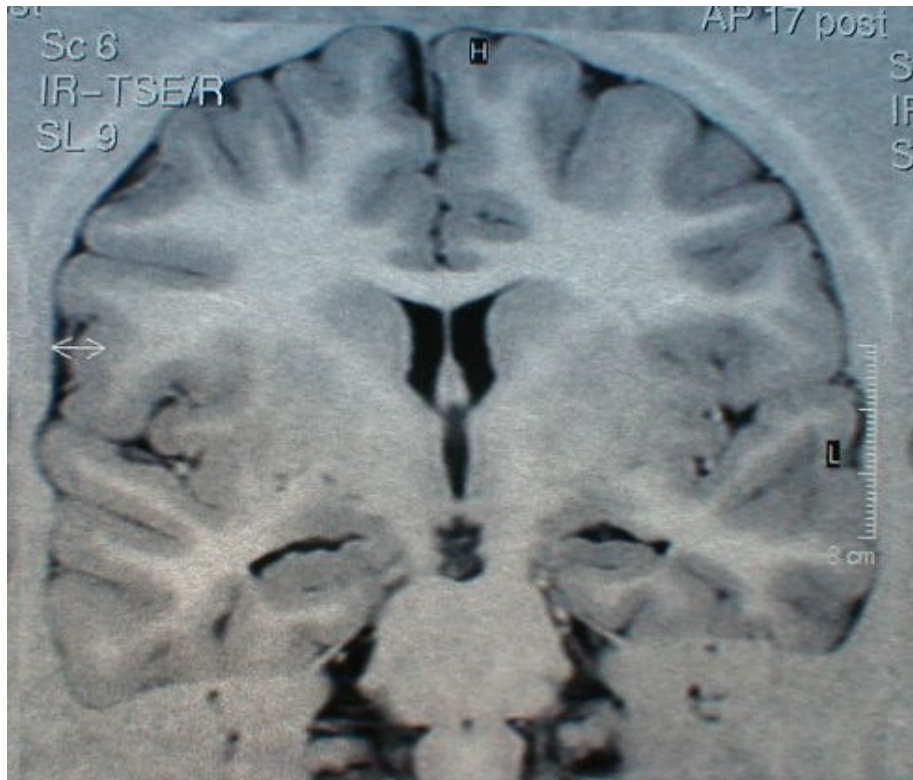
Esclerose do hipocampo a esquerda. Criança de sexo feminino, 10 anos. Aos 5 anos evento inicial: estado de mal epiléptico focal motor. Dos 5 aos 8 manteve-se sem crises. Com 8 anos iniciou crises caracterizadas por sintomas sensitivos, alucinação visual estruturada, perda da consciência, automatismos e postura distônica em membro superior direito. No pós-ictal apresenta sonolência e eventualmente cefaléia. EEG: Atividade epileptiforme em região temporal posterior direita. Nota-se na imagem por RM na seqüência IR, perda das digitações da estrutura interna à esquerda.
